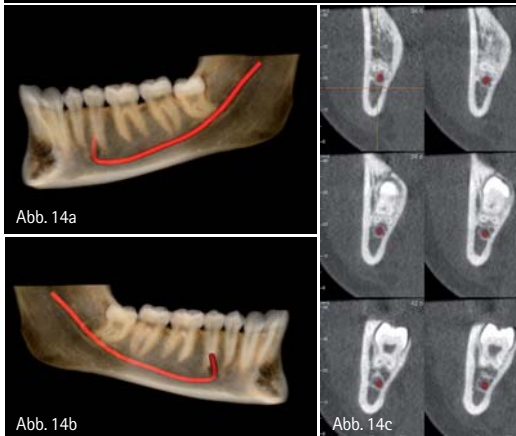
Digitale Volumentomografie eines Patienten mit überzähligen Zahnanlagen. In der abgebildeten okklusalen Ansicht sind in Regio 21 zwei Mesiodentente zu erkennen. Der Zahn 21 liegt vor dem Zahn 22. Die Zähne 16 und 26 weisen tief kariöse Defekte auf. – Abb. 14a–b: 3-D-generierte Darstellung, sowie Darstellung transversaler Schichten des verlagerten und retinierten Zahnes 48 aus einem MESANTIS-Weisheitszahn-Report. Die transversalen Schichten liefern die therapeutisch relevante Information über Lage und Verlauf des N. alveolaris inferior.
